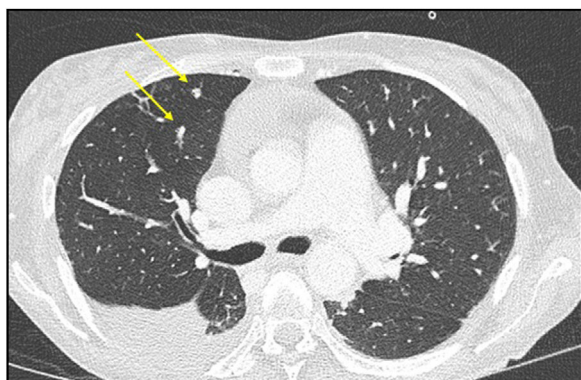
Tomografía axial computarizada torácica: múltiples micronódulos pulmonares bilaterales de probable carácter infeccioso.
